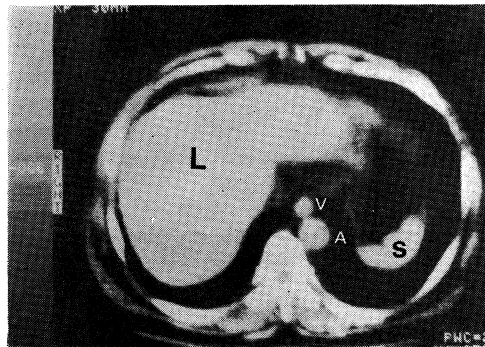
CT scan of normal liver at the level of 3 cm above xiphoid process.
